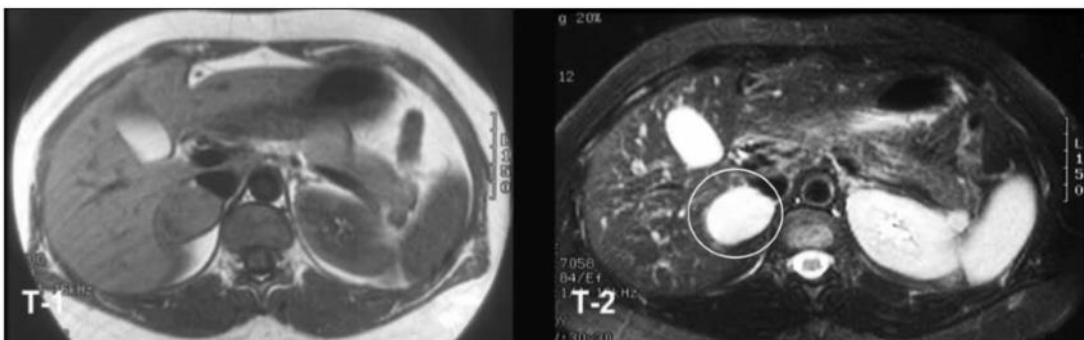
RMN que muestra feocromocitoma derecho con hiperintensidad en la secuencia T2.
